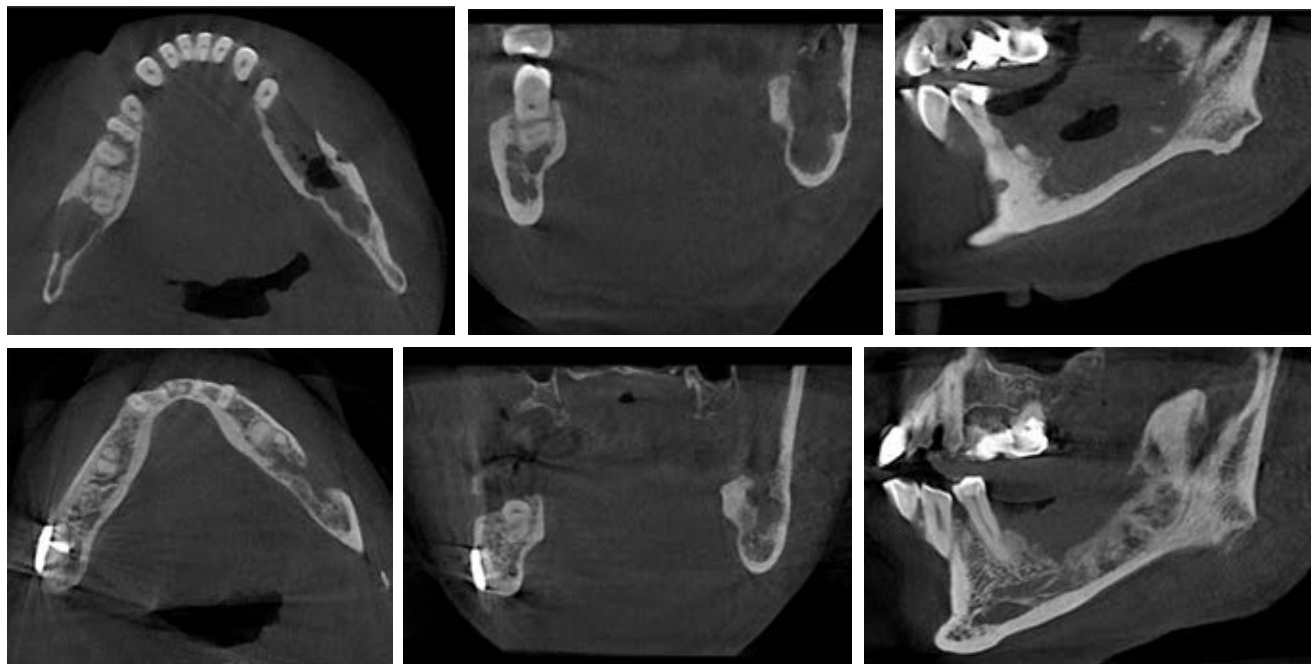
Tomografía computarizada de haz cónico control postoperatorio inmediato (superior) y tardío seis meses (inferior).
